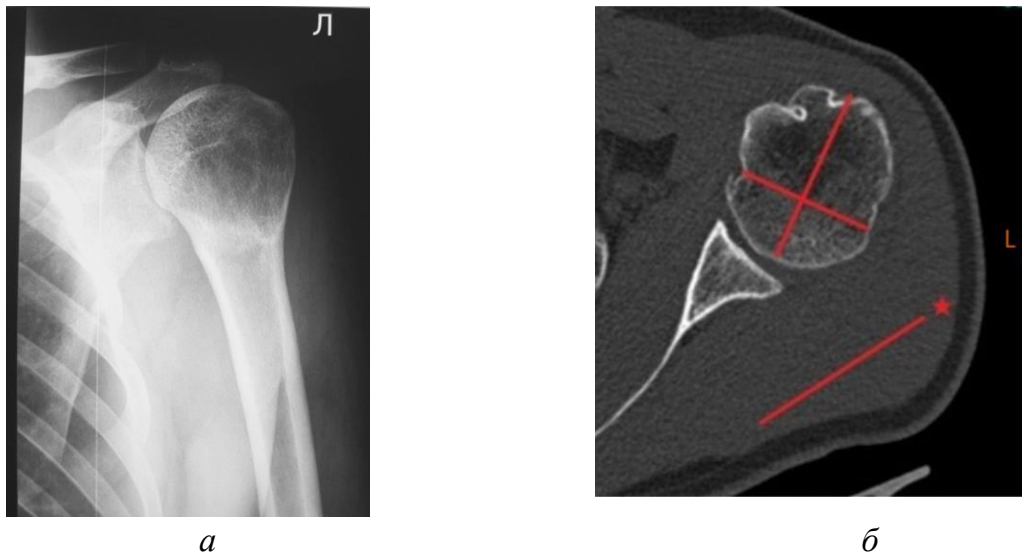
Результаты лучевых методов исследований левого плечевого сустава пациента К.Д.И., через 3 года после лечения: *а* – фото с рентгенограммы; *б* – скан КТ, демонстрирующий восстановление нормальной ретроверсии головки плечевой кости после остеотомии
